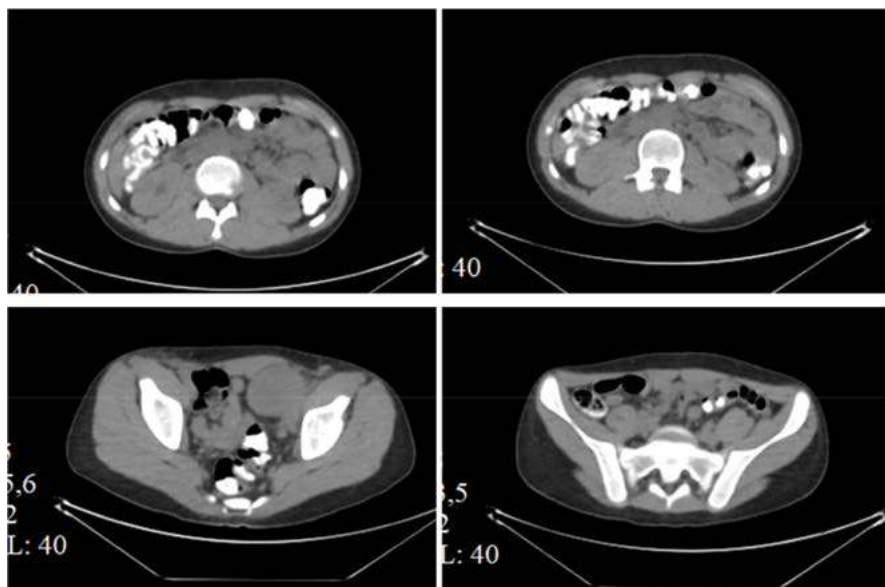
ПЭТ-КТ-картина метаболически активного злокачественного поражения лимфоузлов брюшной полости, тазовых и паховых лимфоузлов с обеих сторон, левого надпочечника у пациента с дефектами Т-регуляторных лимфоцитов – мутация CTLA-4
